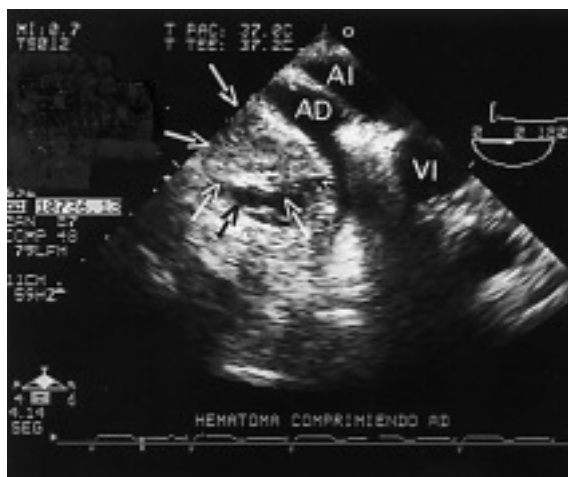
Imagen inicial obtenida por ecocardiograma transesofágico, en la que se aprecia compresión con colapso de la aurícula derecha por compresión por el hematoma pericárdico. AI: aurícula izquierda; AD: aurícula derecha; VI: ventrículo izquierdo; hematoma delimitado por flechas.
